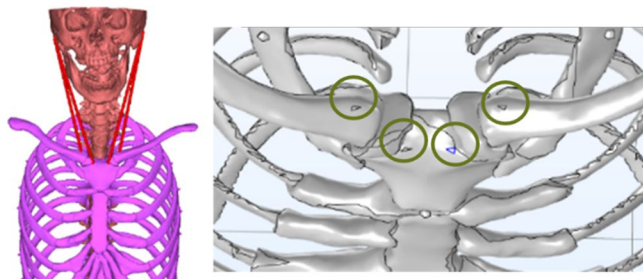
左図が CT 画像を基に抽出した胸鎖乳突筋走行、右図が境界荷重面 (上方からの視点)
